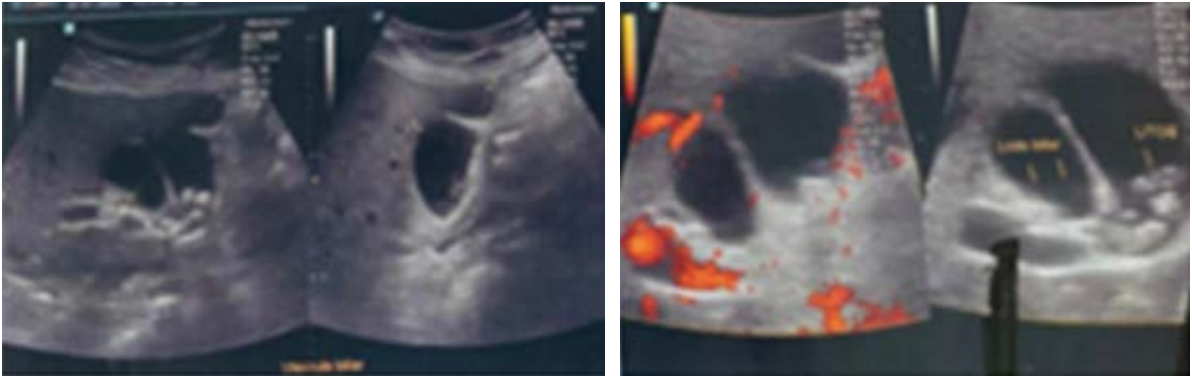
Ultrasonido de hígado y vías biliares.
